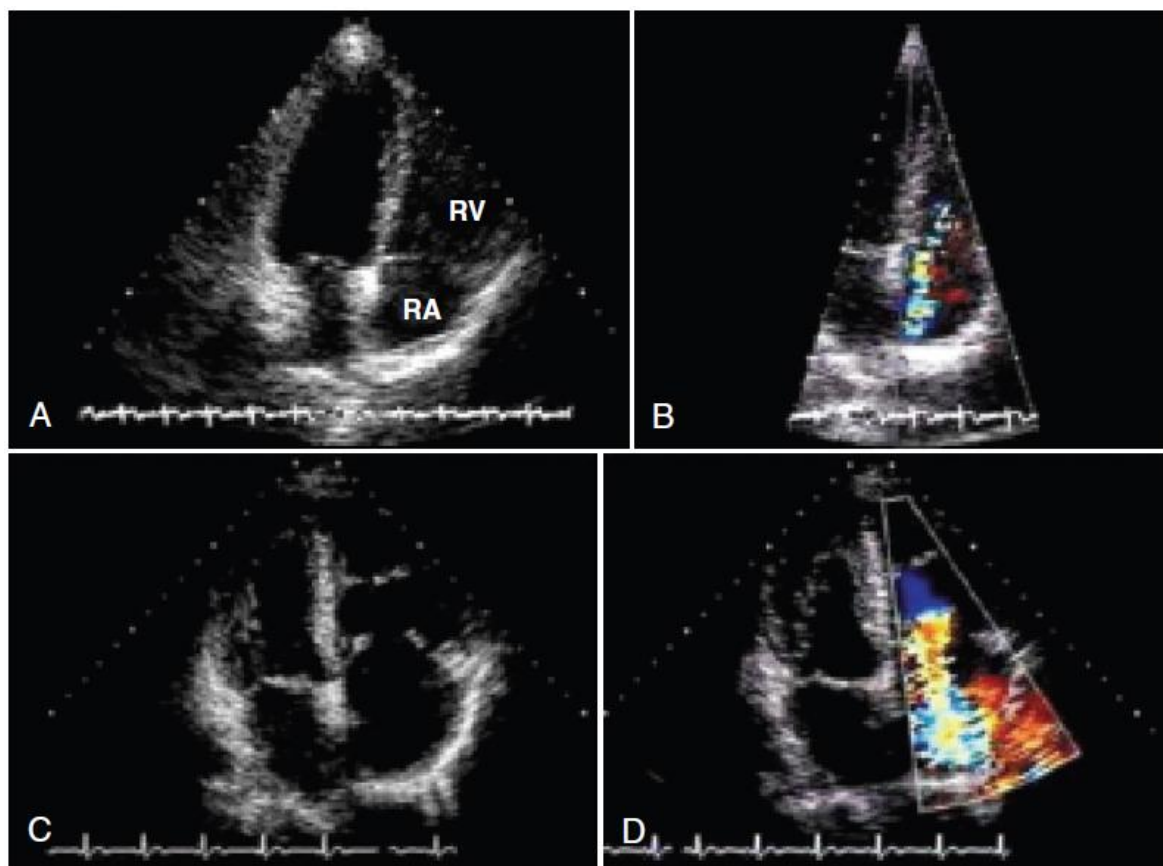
ET causada por la participación carcinoide de la válvula tricúspide. Se muestran ecocardiogramas en serie de dos dimensiones (A y C) y los estudios Doppler de color (B y D), separados por 3 años. C, Después de 3 años, hay engrosamiento severo y la fijación de las valvas
